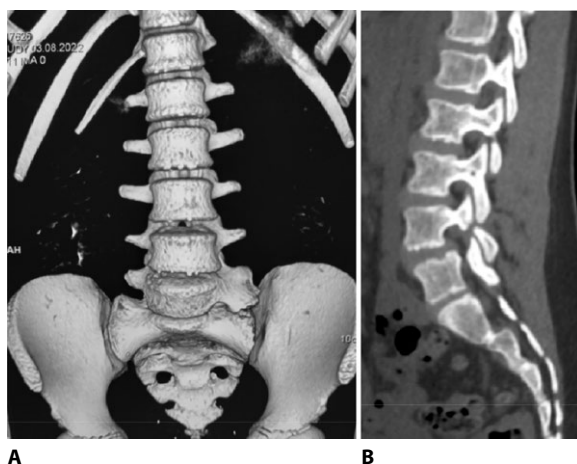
Компьютерная томография поясничного отдела позвоночника и крестца 11-летней пациентки Д. Переходный пояснично-крестцовый позвонок, тип II, подтип а (А). Аплазия XII ребра слева (А). Спондилолиз межсуставной части дуги позвонка L_{IV} (В). Спондилолистез позвонка L_{IV} I степени тяжести (В)
